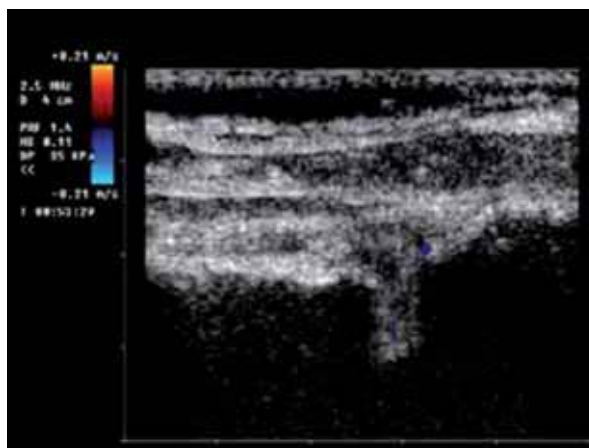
L'ecografia, eseguita in condizioni basali, dimostra, a livello del recesso posteriore della spalla, un gettone di proliferazione sinoviale circondato da una raccolta liquida di natura versamentale
